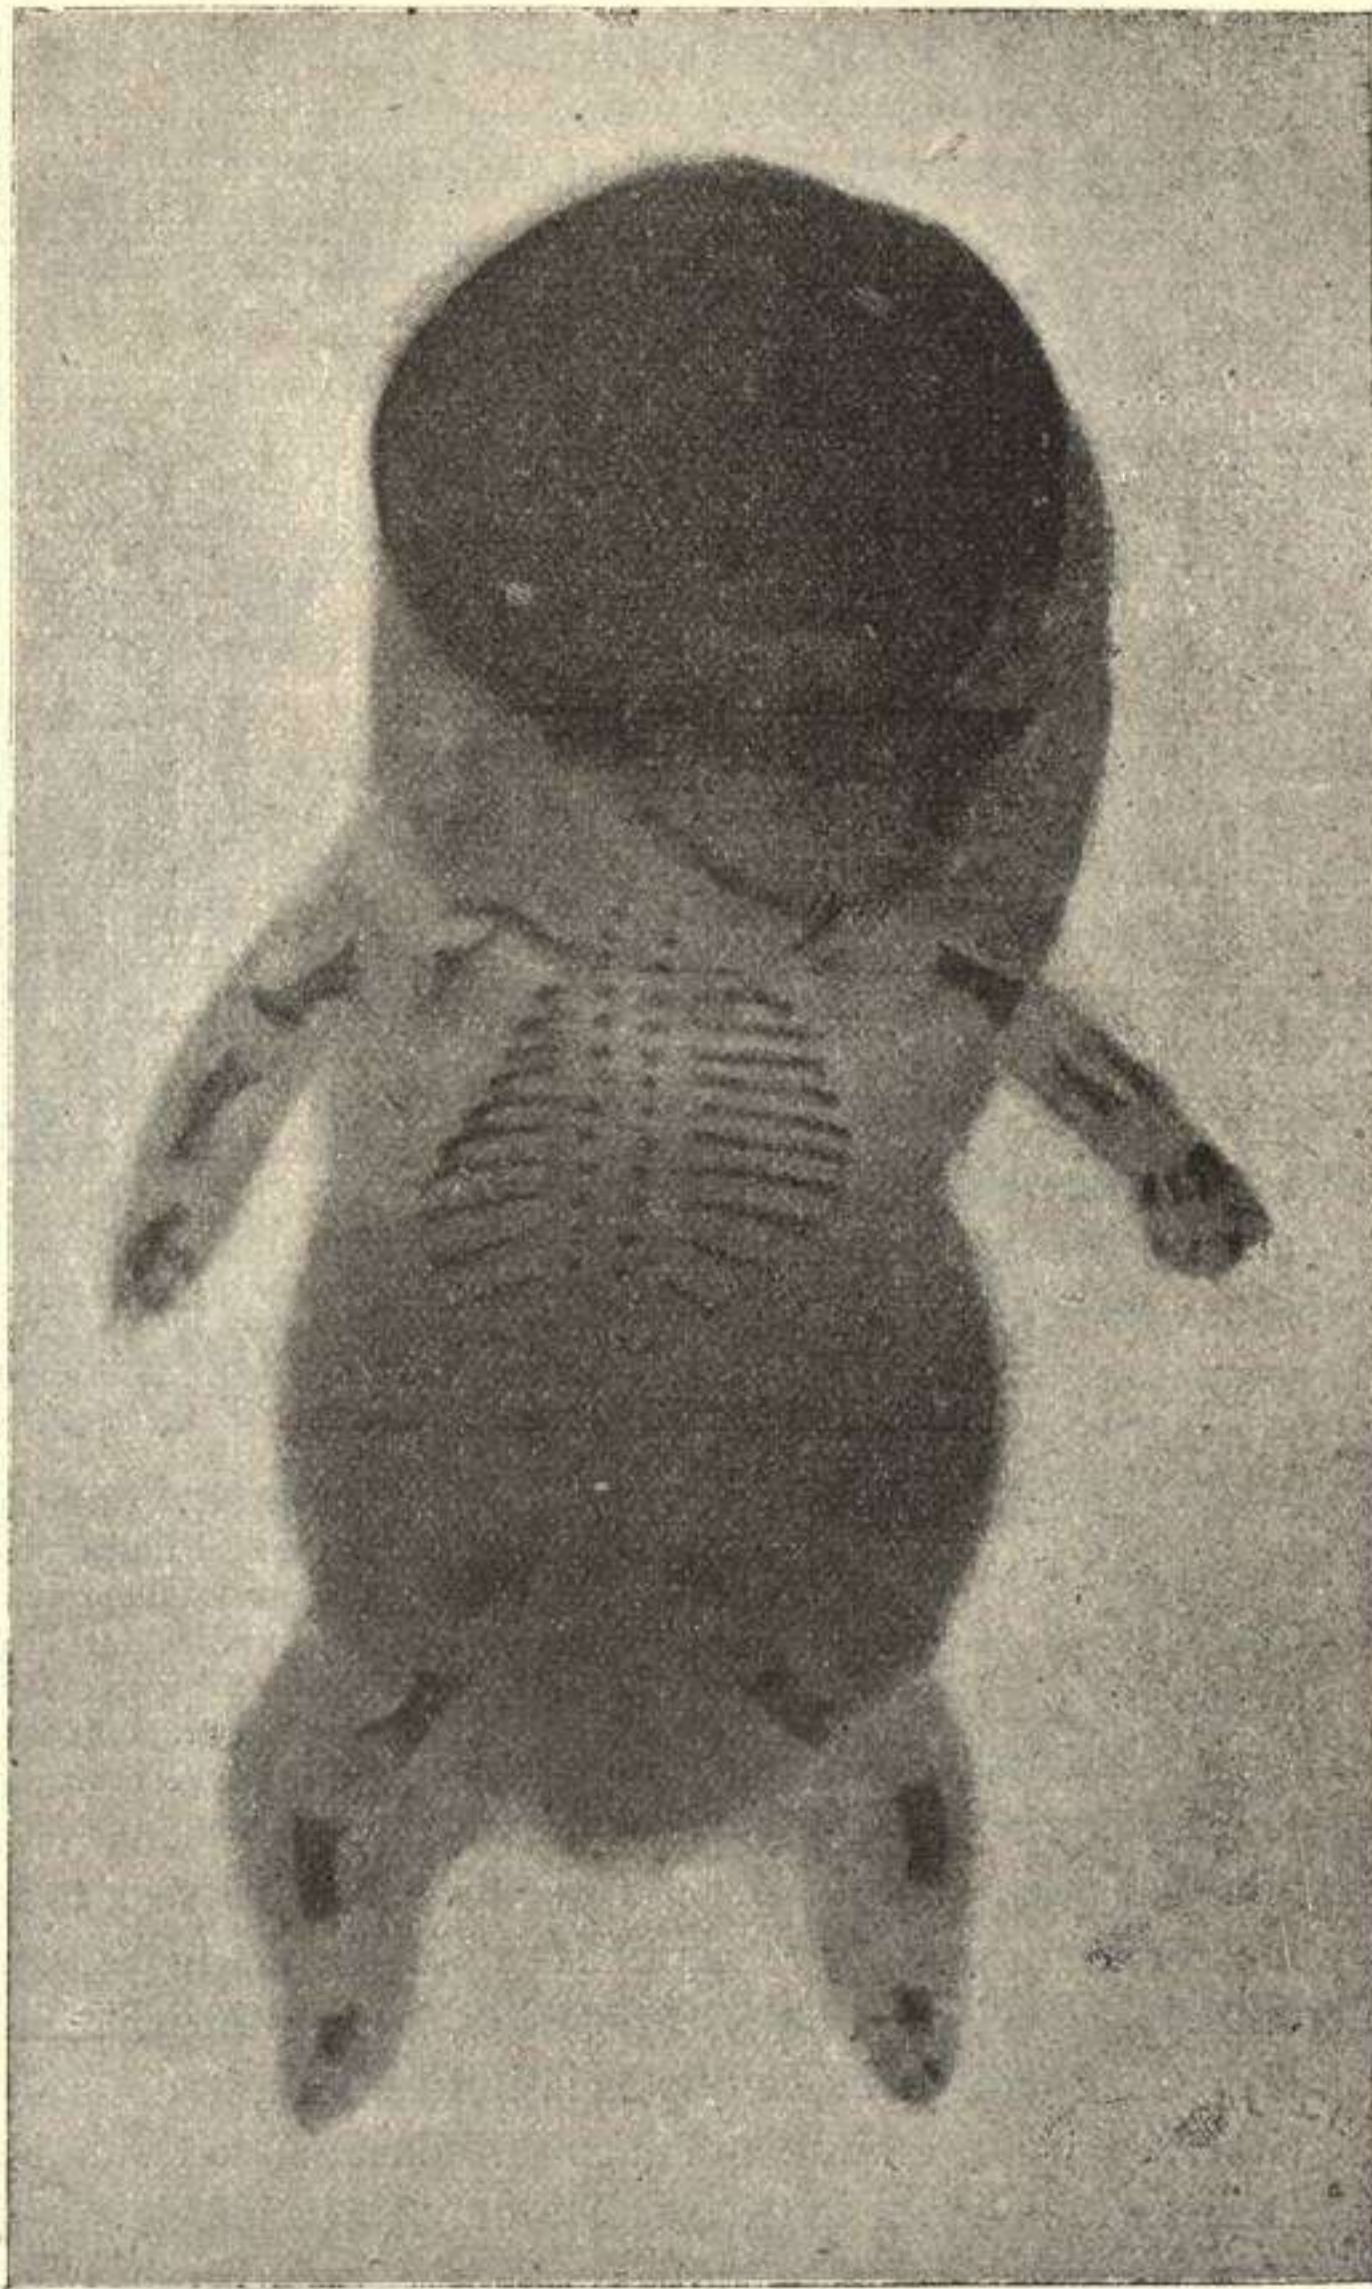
Radiografía de un feto acondroplásico. Llama desde luego la atención la desproporción y anormalidad de los huesos largos, o sea, de los huesos de las extremidades, si se comparan con los del feto normal prematuro de la figura 345. (De un trabajo del Dr. Nubiola).
